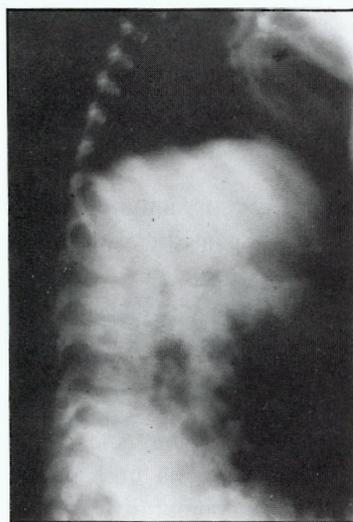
Radiografia simples da coluna vertebral em incidência de perfil, de uma criança com espondilodiscite L5/S1, não revelando alterações.
